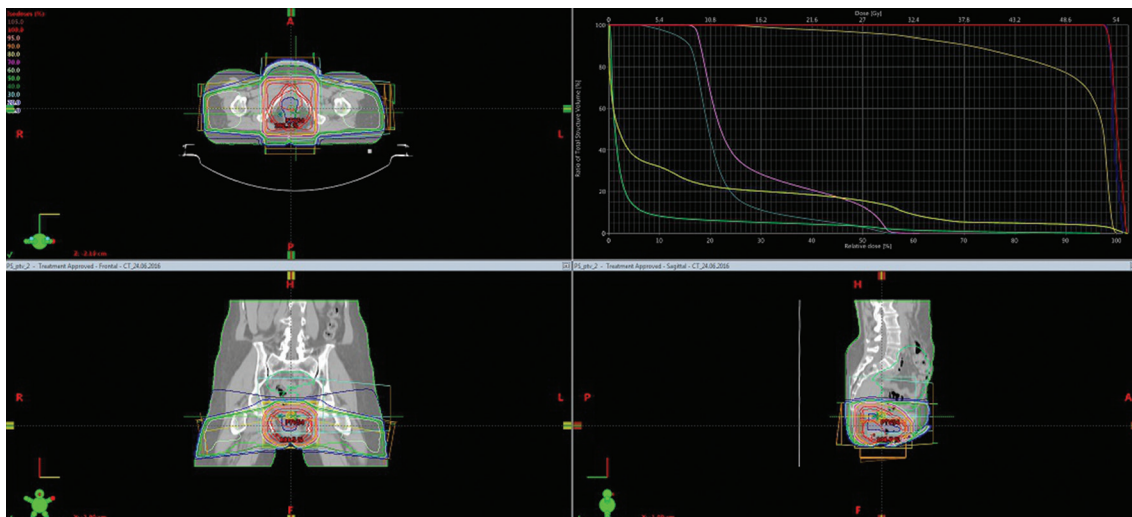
Fuzja PET-CT – planowanie leczenia nawrotu w pochwie u chorej z rakiem trzonu macicy
